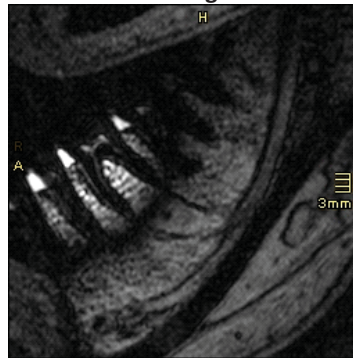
MRT Bild des Unterkiefers mit der vorgestellten Spule in sagittaler Ansicht aufgenommen und mit der Darstellung der Strukturen des dento-alveolären Komplexes.
